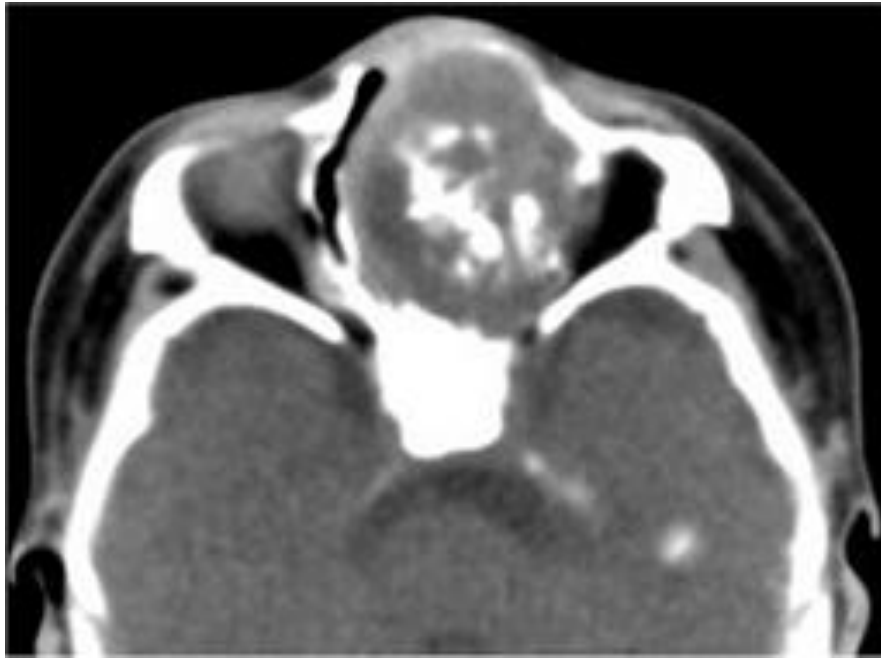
Хондромезенхімальна гамартома. КТ навколоносових пазух у аксіальній площині – у лівій носовій порожнині визначається округле утворення, яке має нерівні чіткі контури, у центрі якого визначається кальцинована маса м'яких тканин (за Wang T. et al.)
